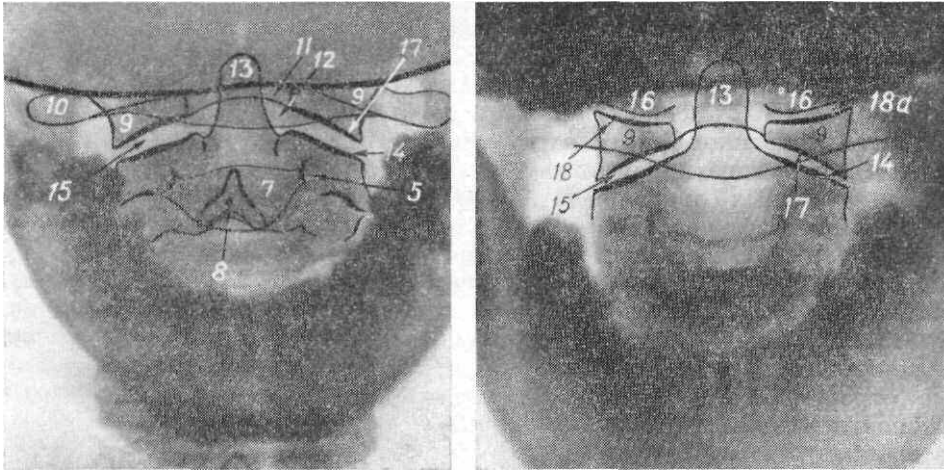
Рентгенограмма шейных позвонков в прямой задней проекции.
